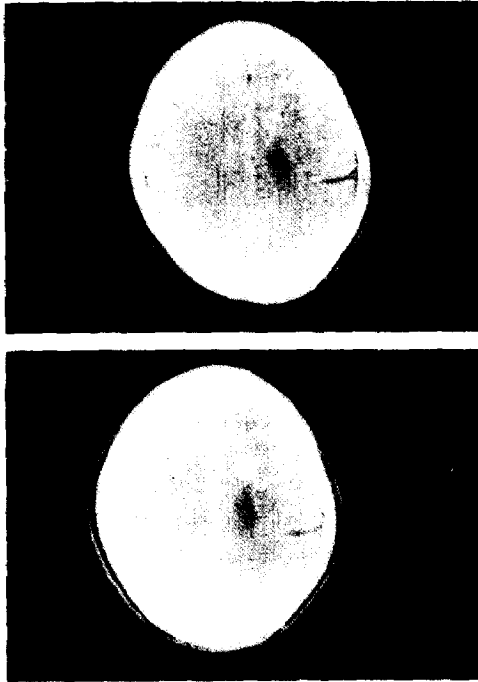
A: Precontrast CT scan shows decreased density on right frontal lobe
